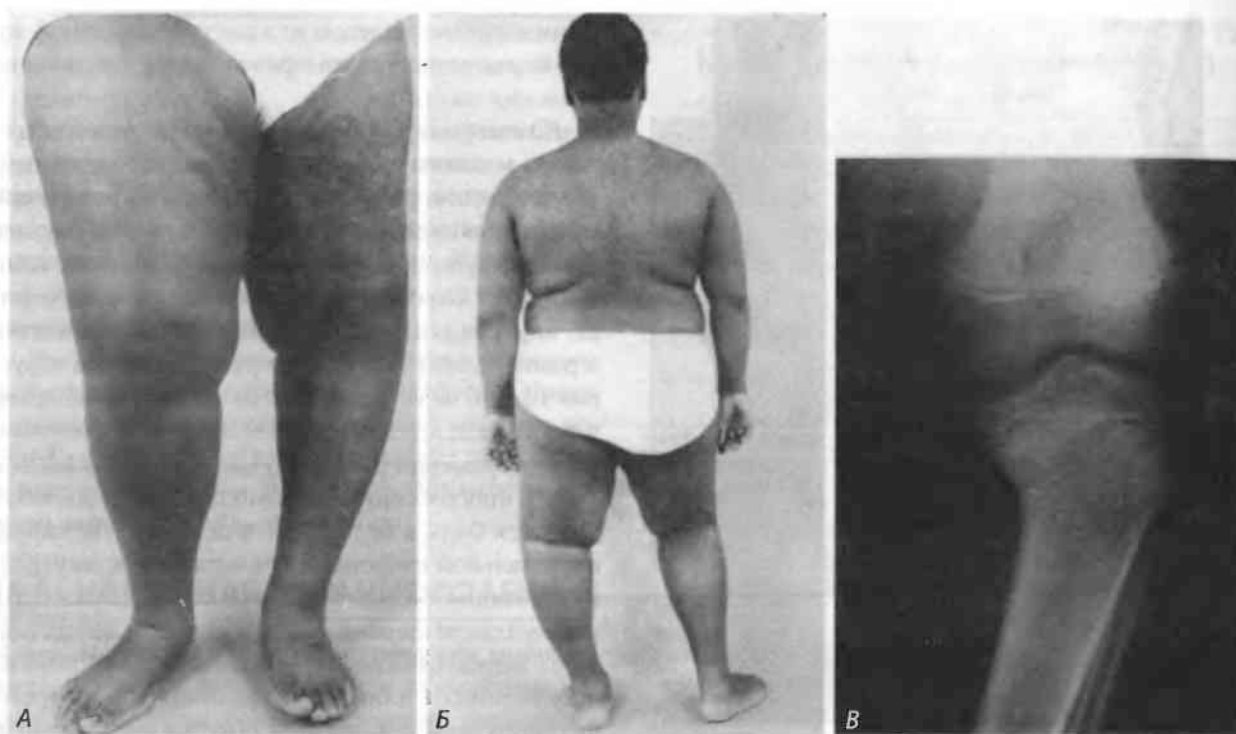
(А) Поздно развившаяся варусная голень у 13-летнего мальчика с выраженным ожирением. Видно легкое О-образное искривление левой ноги в колене. (Б) Тот же мальчик; вид сзади. (В) На рентгенограмме левого коленного сустава в прямой проекции и положении стоя видно О-образное искривление с менее явными изменениями, чем при младенческой форме варусной голени. Проксимальный эпифиз большеберцовой кости сужен с медиальной стороны; утрачена гладкость ростовой пластинки. Клювовидный вырост метафиза отсутствует
